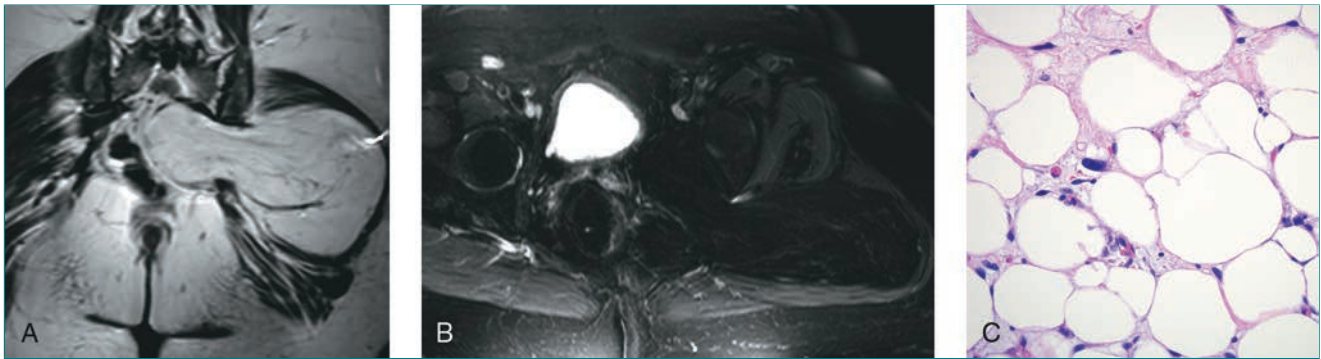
Liposarcoma bien diferenciado. A, La RM coronal potenciada en T1 revela una lesión lipomatosa izquierda retroperitoneal grande que se extiende desde la escotadura ciática hasta los músculos glúteos. B, La RM axial potenciada en T2 con supresión de la grasa revela que la lesión queda suprimida independientemente de las áreas de alto grado. C, La imagen histológica de la pieza quirúrgica muestra una ligera variación del tamaño y de la forma de las células grasas con núcleo hiper cromático, consistente con un liposarcoma bien diferenciado.
